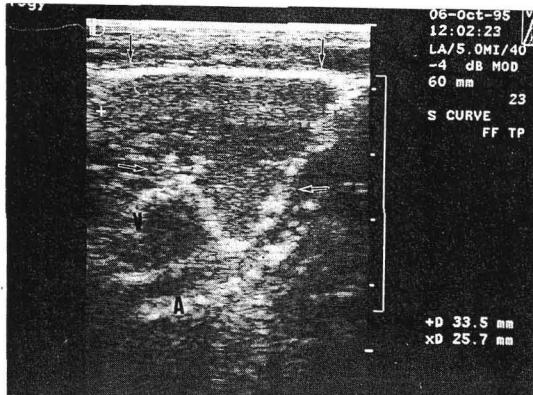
Coronal scan of the ultrasonography of left neck revealed a homogenous low-level echogenic wedge shaped mass pointing toward common carotid artery. A: common carotid artery, V: internal jugular vein, Arrow (→): the mass.
